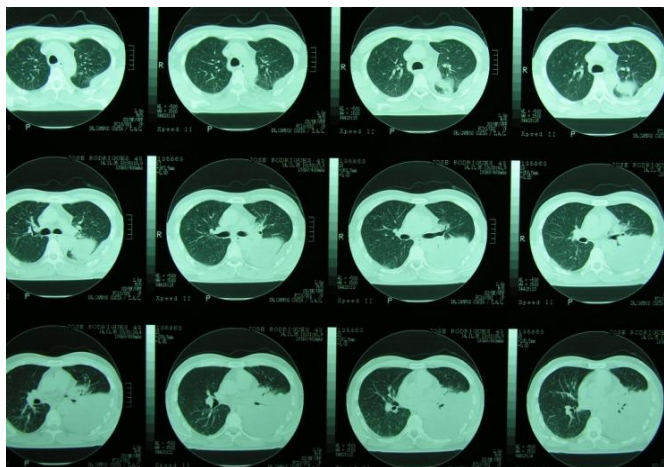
TAC torácica realizada em Novembro de 2005
